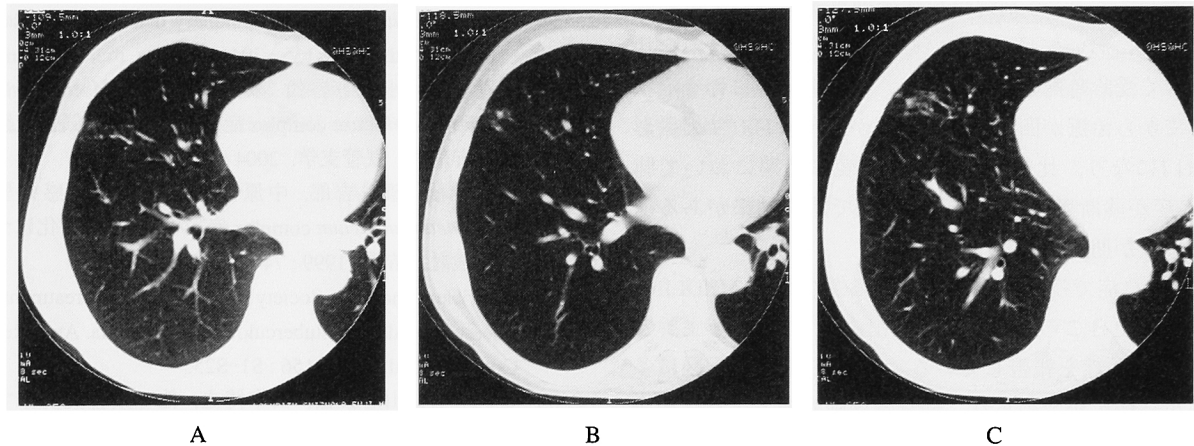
HRCT scan after post-treatment shows clarity in the right S⁴ (A, B). Mild residual reticulation (C) is present.
